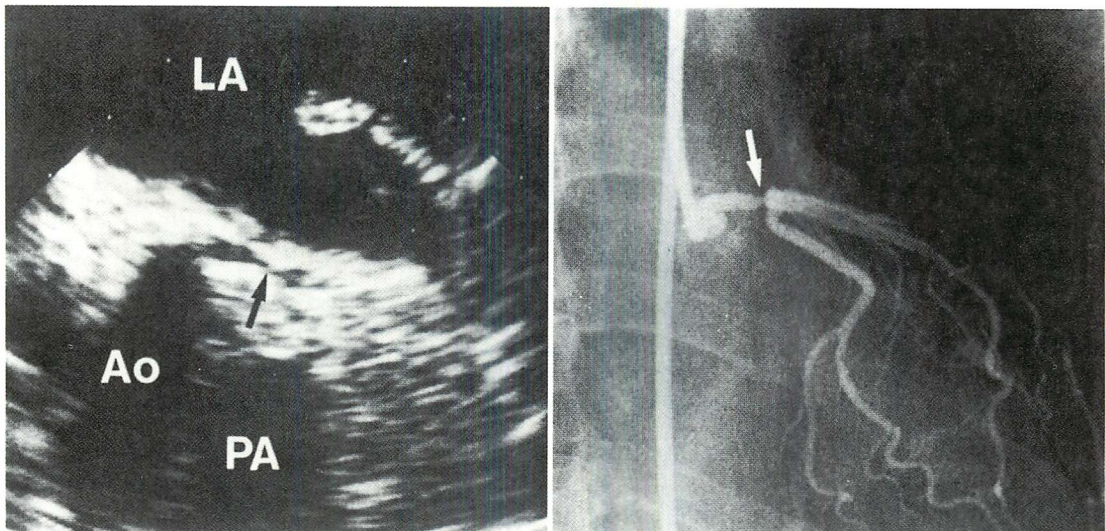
2D echocardiographic image and coronary angiogram of the left main trunk with 50% stenosis (arrow).
